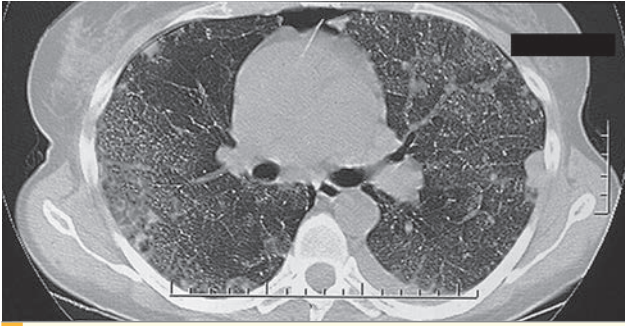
КТ легкого: уплотнения по типу “матового стекла”, подплевральные узелки, один из которых с полостью распада, небольшое количество воздуха в правой плевральной полости.
